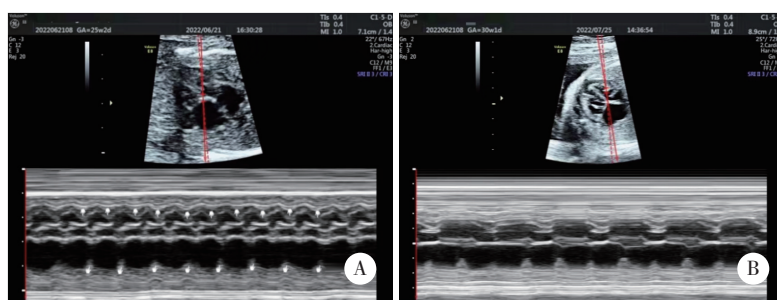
妊娠25周(A)及妊娠30周(B)胎儿超声心动图图像
